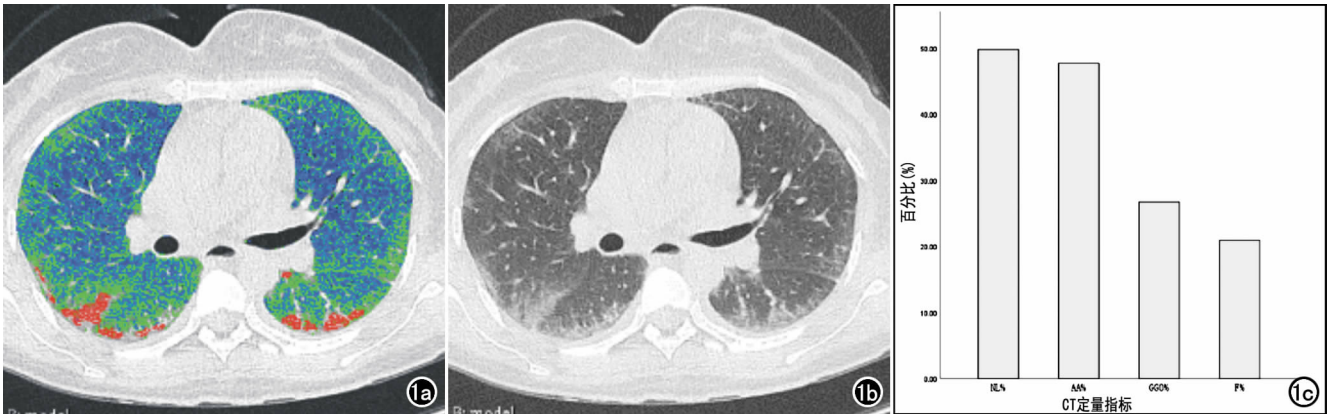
皮肌炎并发间质性肺病患者,女,40 岁。a)使用 3D Slicer 软件自动分割。蓝色表示正常肺区域,绿色表示磨玻璃影区域,红色表示纤维化区域;b)胸部 HRCT 平扫示两肺磨玻璃影、网格影,为间质性肺病的常见表现;c)软件所得出的各区域占比的直条图,正常肺区域百分比(NL%)为 49.8%,磨玻璃影区域百分比(GGO%)为 26.7%,纤维化区域百分比(F%)为 20.9%,异常病变区域百分比(AA%)为 47.7%。
